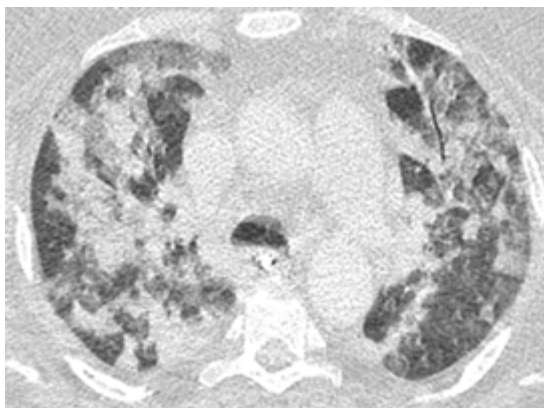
TDM : pneumonie lobulaire bactérienne.
